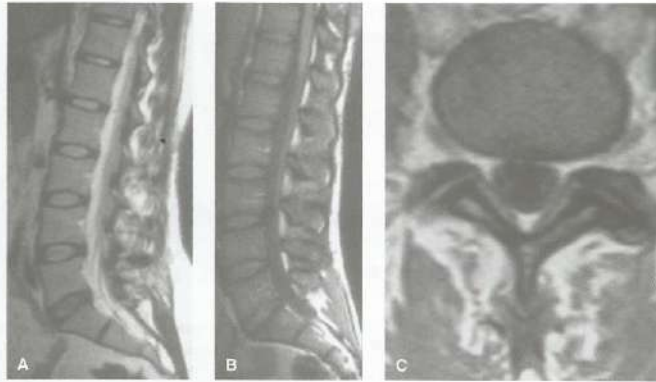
RM da coluna lombar. Planos sagitais ponderados em T2 (A), em T1 (B) e plano transversal ponderado em T1 (C).
